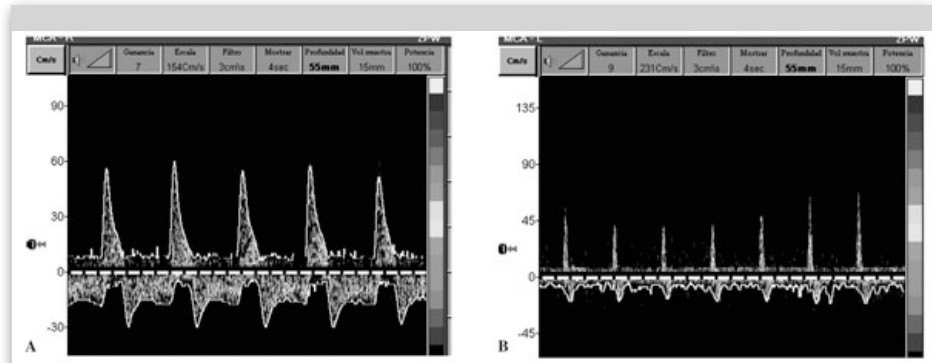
Doppler transcranial d'artèria cerebral mitjana
